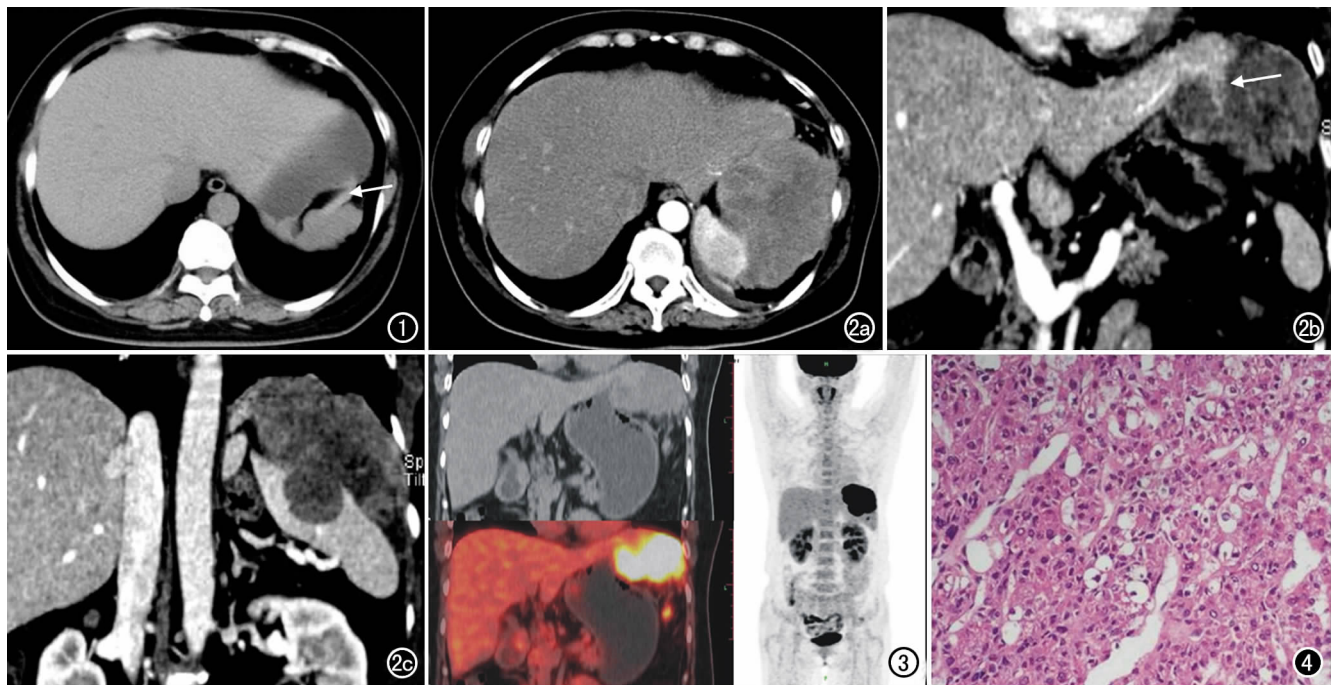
入院 5 个月前上腹部 CT 平扫横轴面图像,肿瘤被误诊为脾脏不规则,并与等肝密度蒂相连(箭)。
